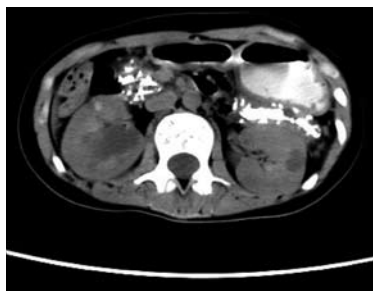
患者腹部CT. 胰腺广泛钙化, 双肾多发肾囊肿。
